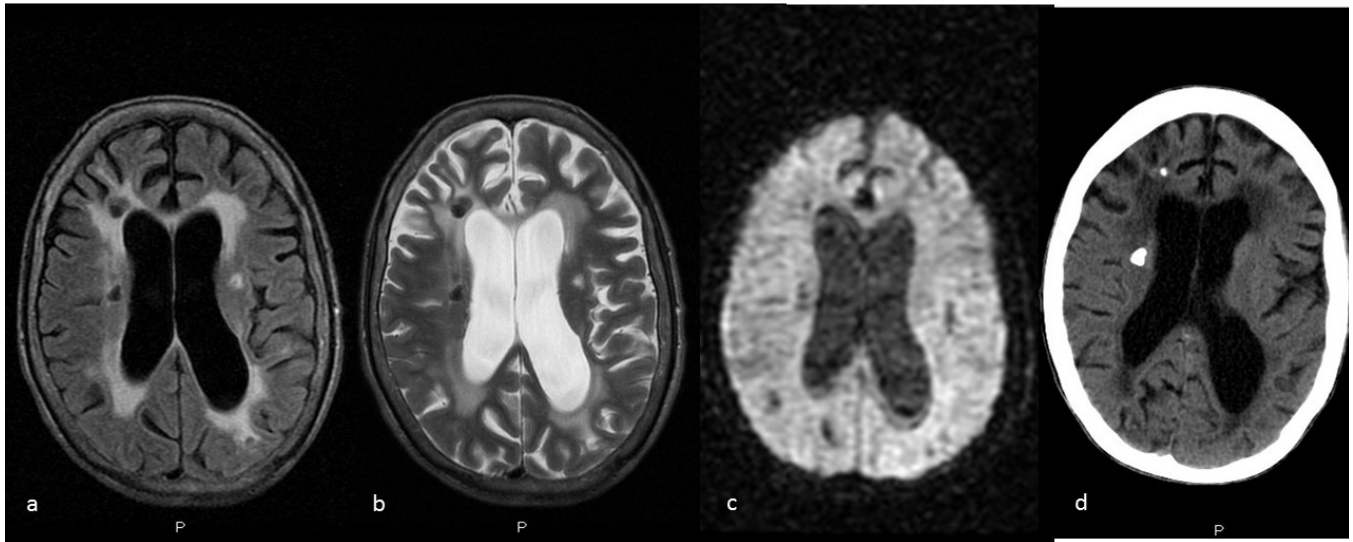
Toxoplasmosis crónica y encefalopatía VIH en paciente de 49 años. Imágenes axiales RM FLAIR (a), SE T2 (b), difusión (c) y TC simple. Importantes signos de atrofia cerebral que asocian afectación bilateral y simétrica de la sustancia blanca periventricular (encefalopatía VIH). Calcificaciones intraparenquimatosas derechas (Toxoplasmosis crónica).
